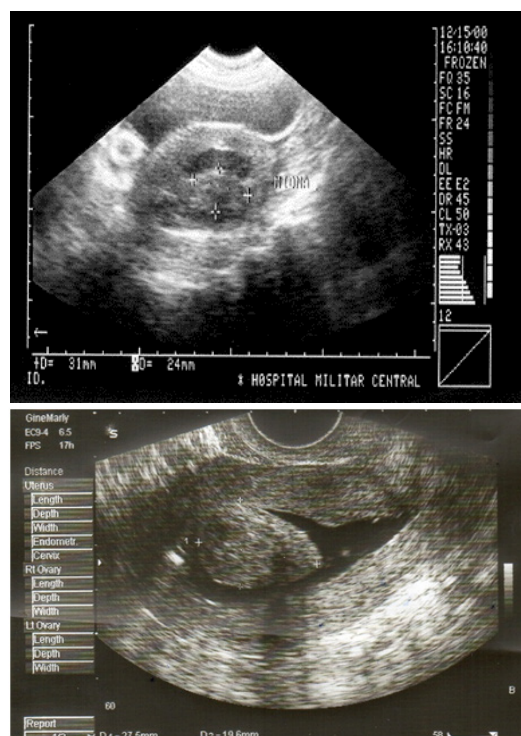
Histerosonografías en miomas. Al lado izquierdo mioma posterior Tipo 2. Al lado derecho mioma anterior tipo 0.
